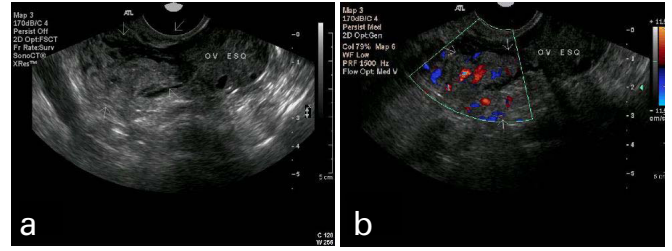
Ultrassonografia transvaginal (a) mostra ovário esquerdo com forma e contornos normais, ecotextura característica, com discreto aumento de suas dimensões, destacando-se formação anovariana heterogênea e irregular, vascularizada ao Doppler (b)
